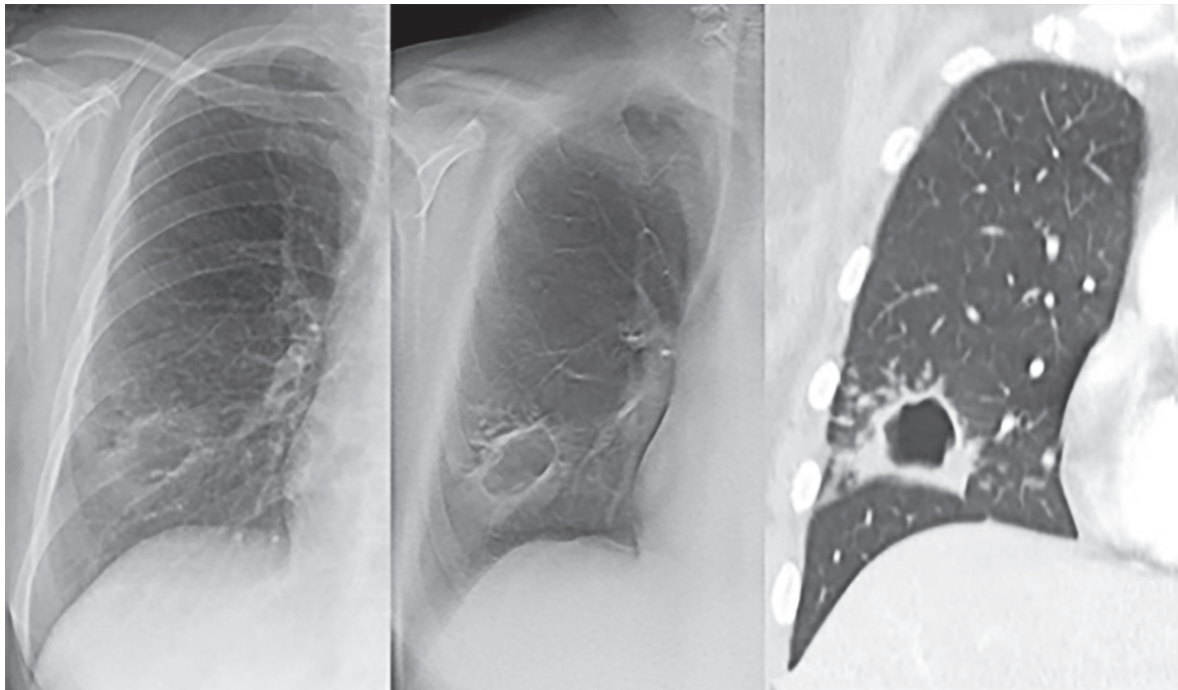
Leziune cavitară în lobul inf. plămânului drept cu noduli periferici RC (stânga), TS (mijloc) și TC (dreapta) la pacientul cu TB pulmonară [1]
